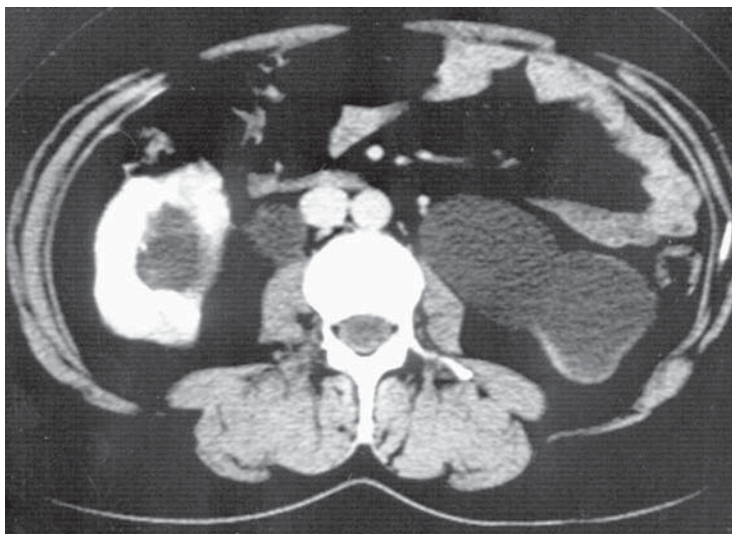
Sindrom de joncțiune pieloureterală bilaterală. Bazinet extrarenal. Secțiune axială CT.
